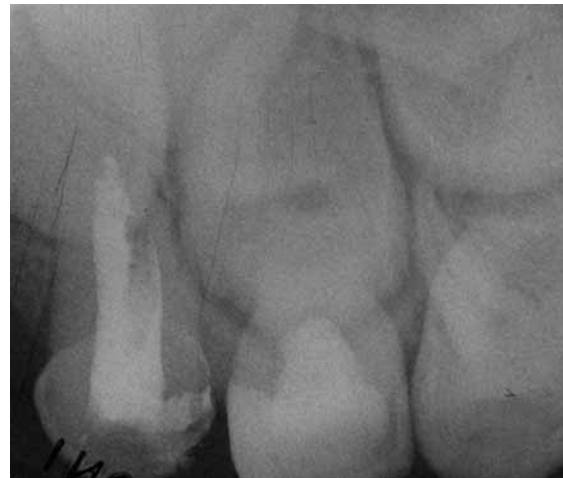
Röntgenologisch ist am Zahn 64 auch ein Jahr nach der Behandlung das Amputationsmaterial im koronalen Anteil aufgrund des Wismutoxidgehalts gut zu erkennen.
